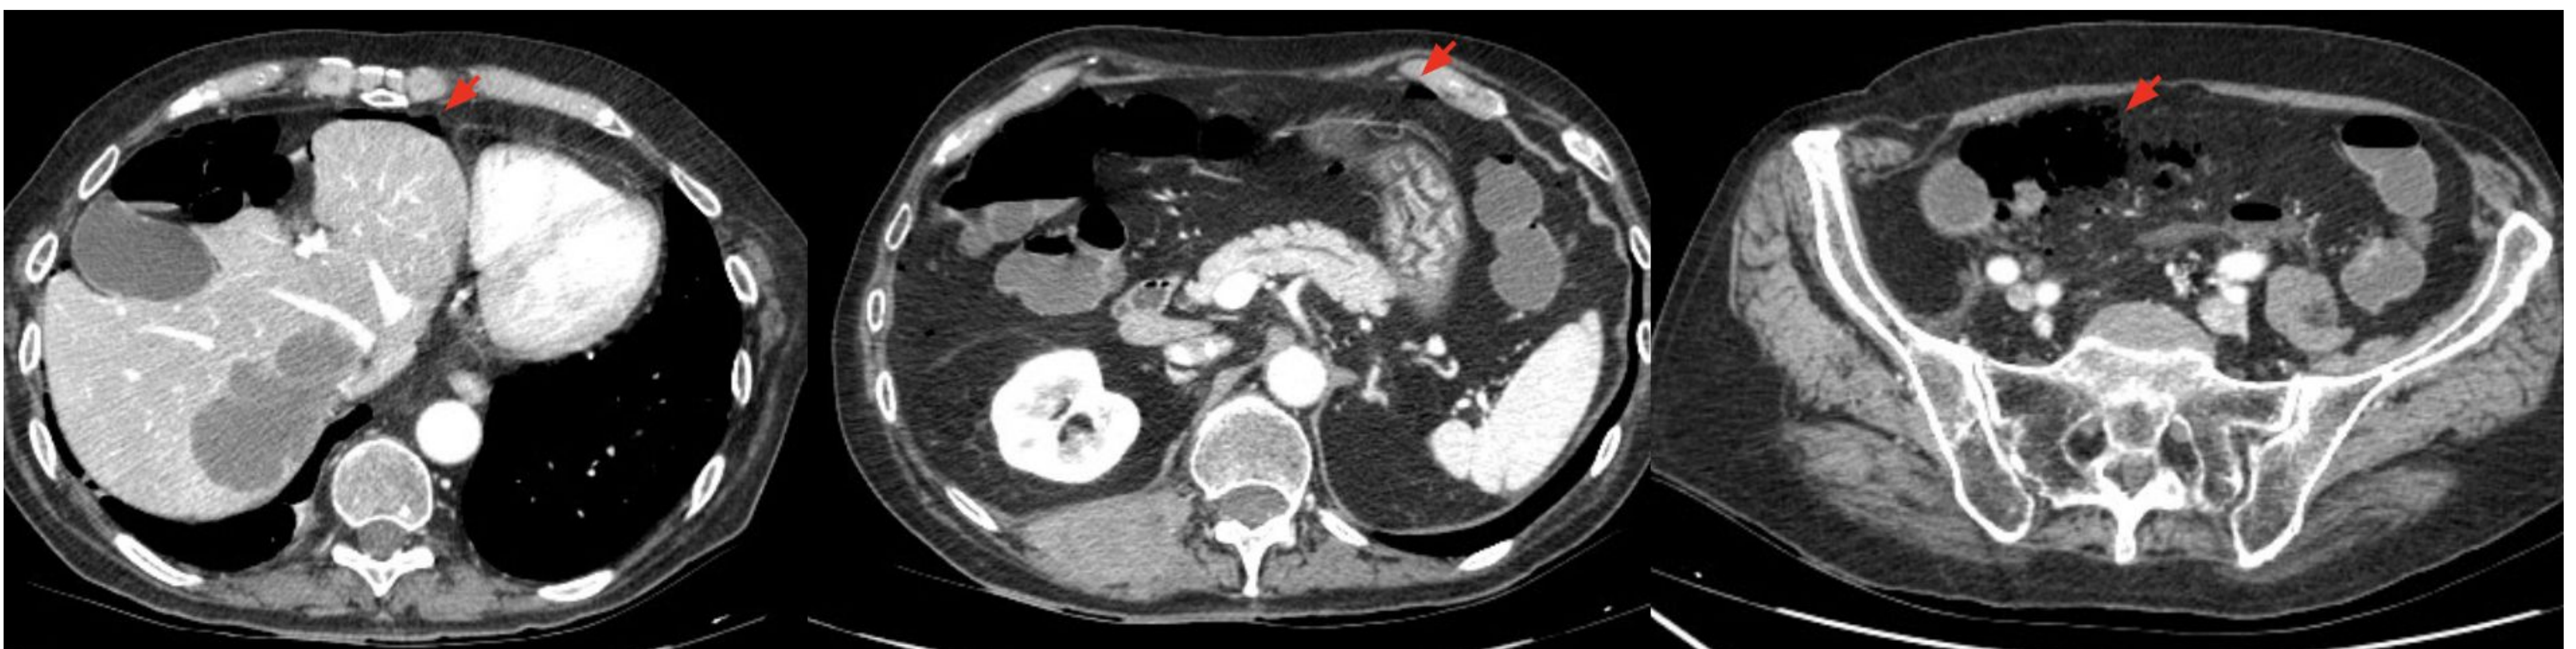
TC de abdomen con contraste iv en fase portal. Signos evidentes de neumoperitoneo (flechas rojas) compatibles con perforación, sin otros hallazgos, en paciente en tratamiento con bevacizumab.
